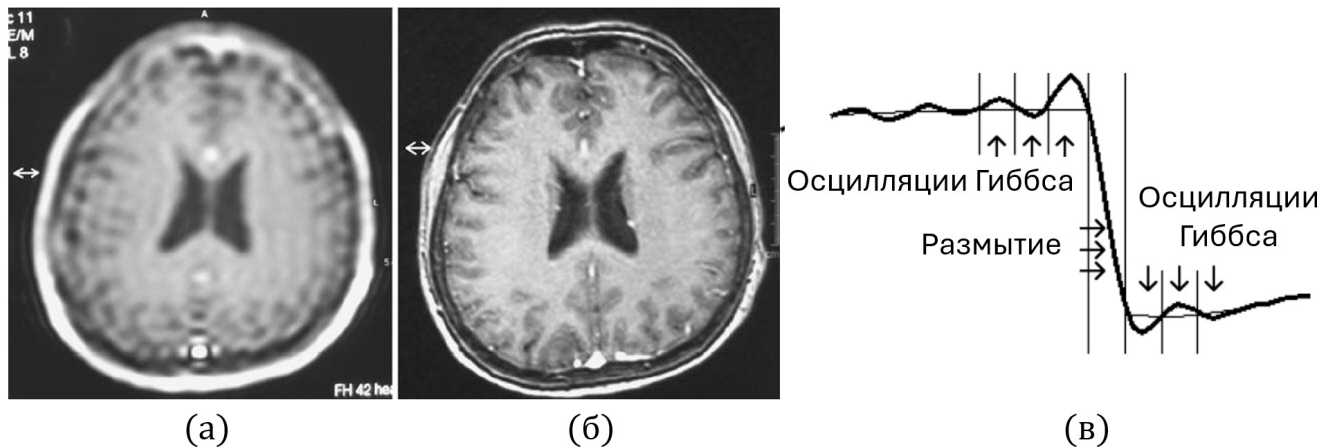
Проявление артефактов Гиббса на изображениях магнитно-резонансной томографии. (а) – T1-взвешенное изображение МРТ мозга в низком разрешении (64×64) с осцилляциями Гиббса в виде ярких и тёмных линий, параллельных краям резких изменений интенсивности, (б) – T1-взвешенное изображение МРТ мозга в высоком разрешении (128×128), (в) – пример осцилляций Гиббса на ступенчатой функции, моделирующей резкий контур на изображении.
